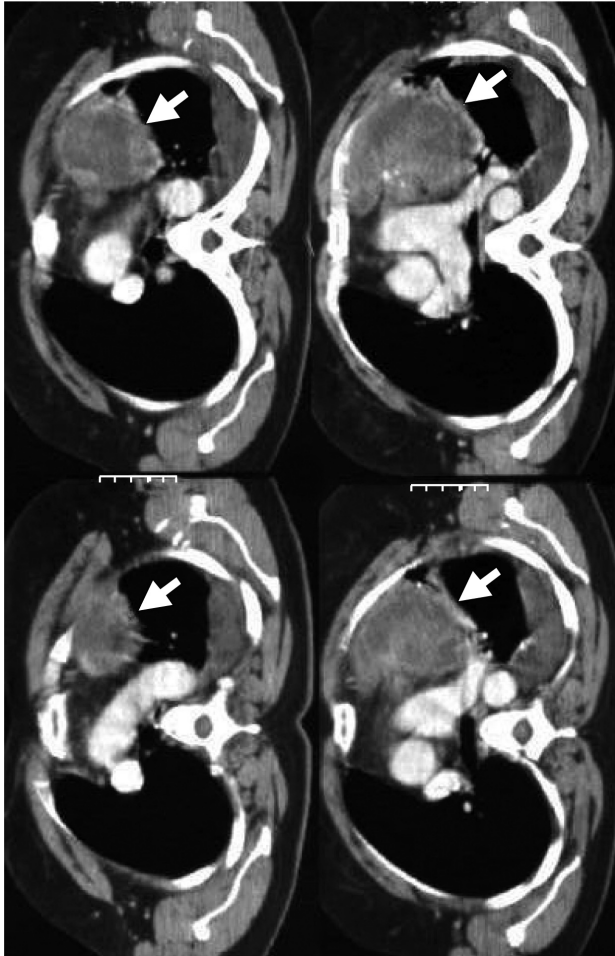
МРТ органов грудной клетки. В переднем средостении определяется крупное образование — тимомы (стрелка)
